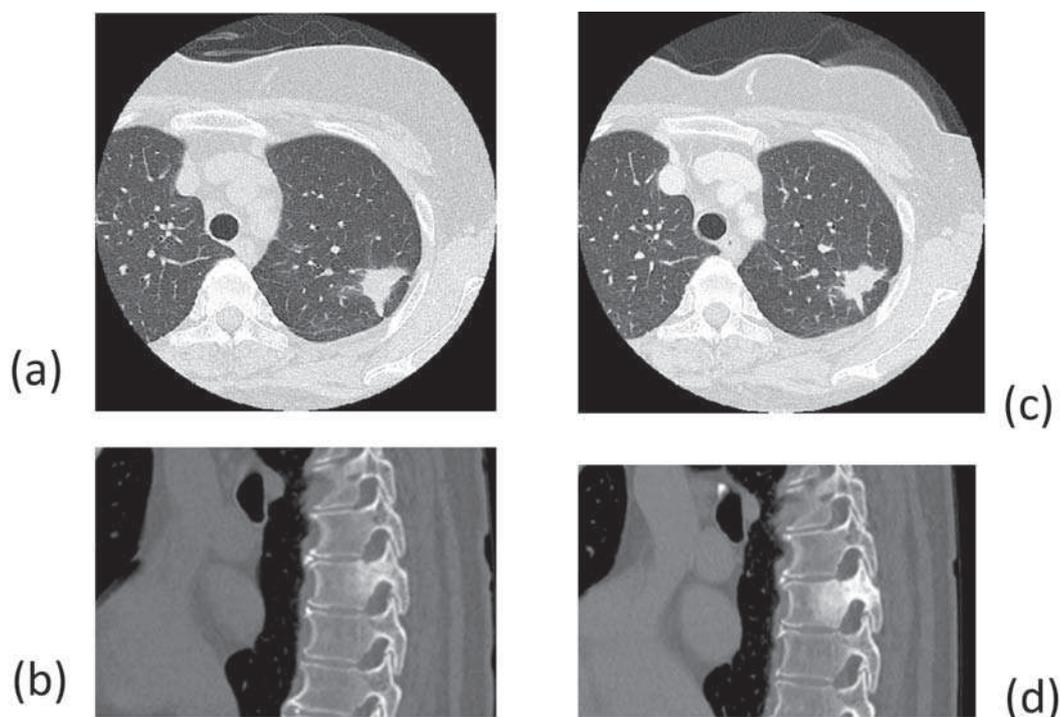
60代女性。初診時 CT 肺野条件(a)と骨条件矢状断再構成像 CT(b)。2年後の CT 肺野条件(c)と骨条件矢状断再構成像 CT(d)。 (本文参照)
